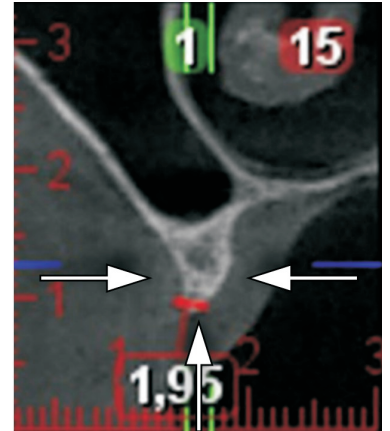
Corte paraxial de una tomografía computada donde se observa la reabsorción centripeta (en alto y en ancho) del reborde maxilar
